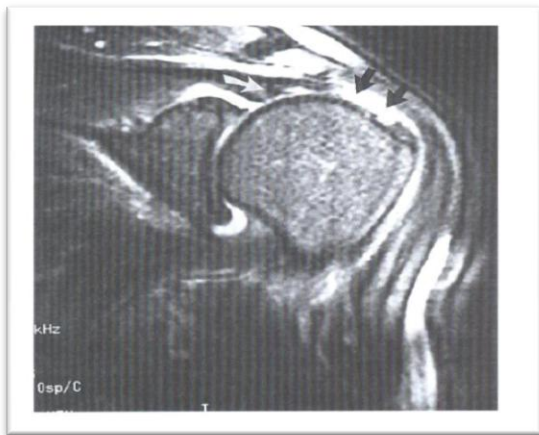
Resonancia magnética que muestra la rotura completa del manguito rotador, restos con flecha blanca, flecha negra, lesión del manguito no identificado.
